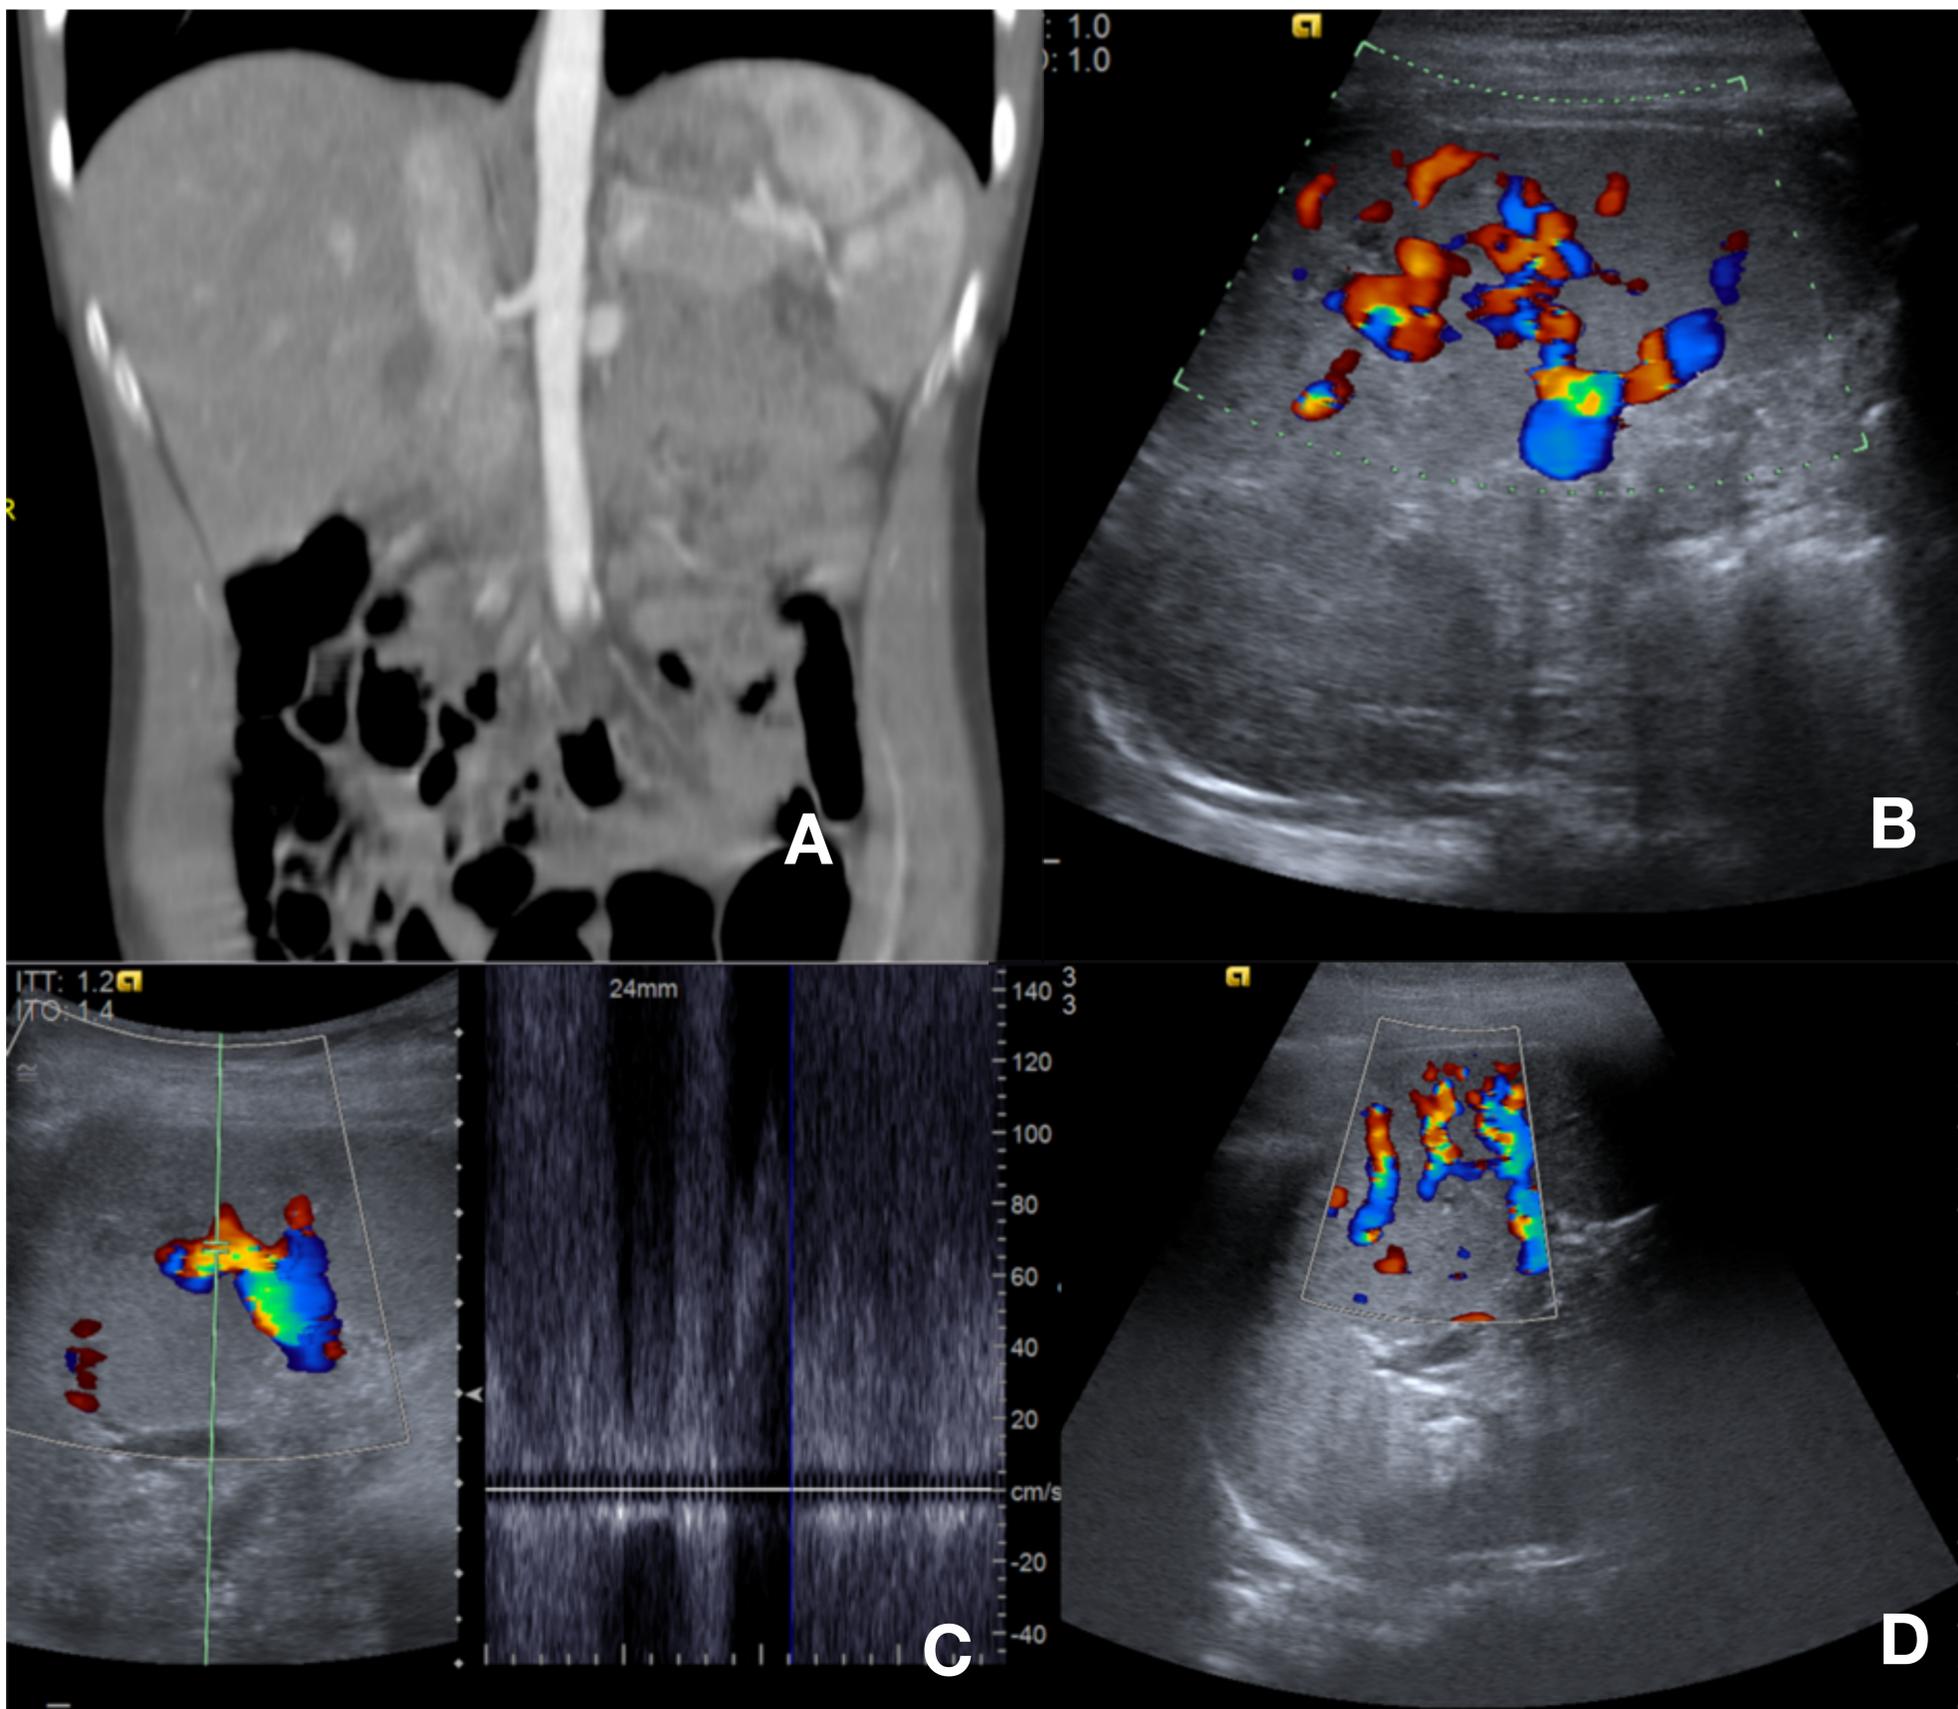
Paciente de 6 años de edad con traumatismo esplénico grado III en la TC inicial (A) tras sufrir contusión directa. Se realizó control ecográfico precoz a los 4 días tras el traumatismo evidenciando una lesión vascular en lecho de la contusión con flujo de características fistulosas en estudio Doppler (B y C). El control evolutivo a los 2 días (D) evidenció reducción de la lesión vascular con flujo turbulento.
